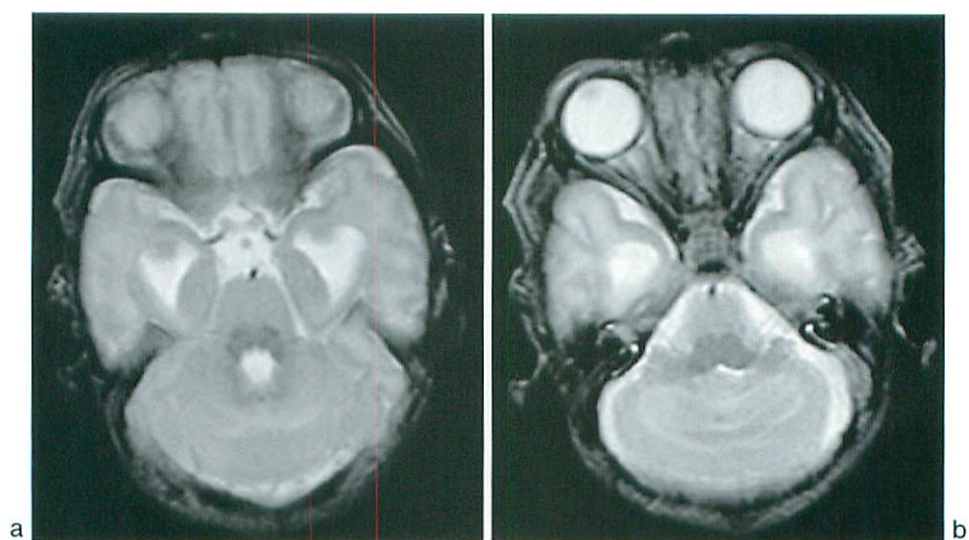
Postnatal MRI. Axial T2WI shows fusion of the cerebellar hemispheres without intervening vermis and fusion of the middle cerebellar peduncles and dentate nuclei. Note the deformity of the fourth ventricle, which appears to be diamond-shaped.
